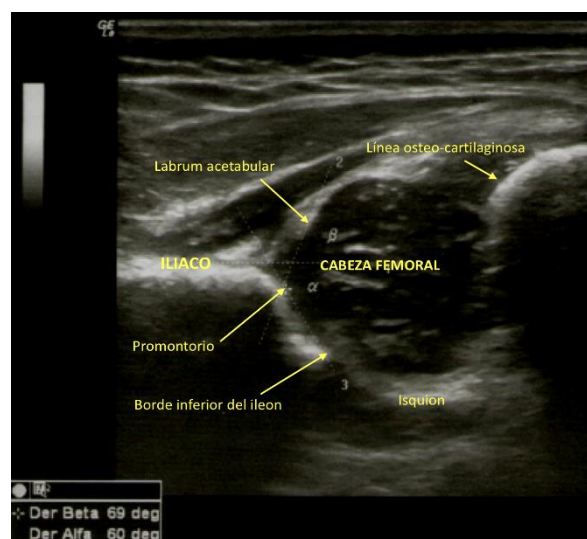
Ecografía de cadera normal.
